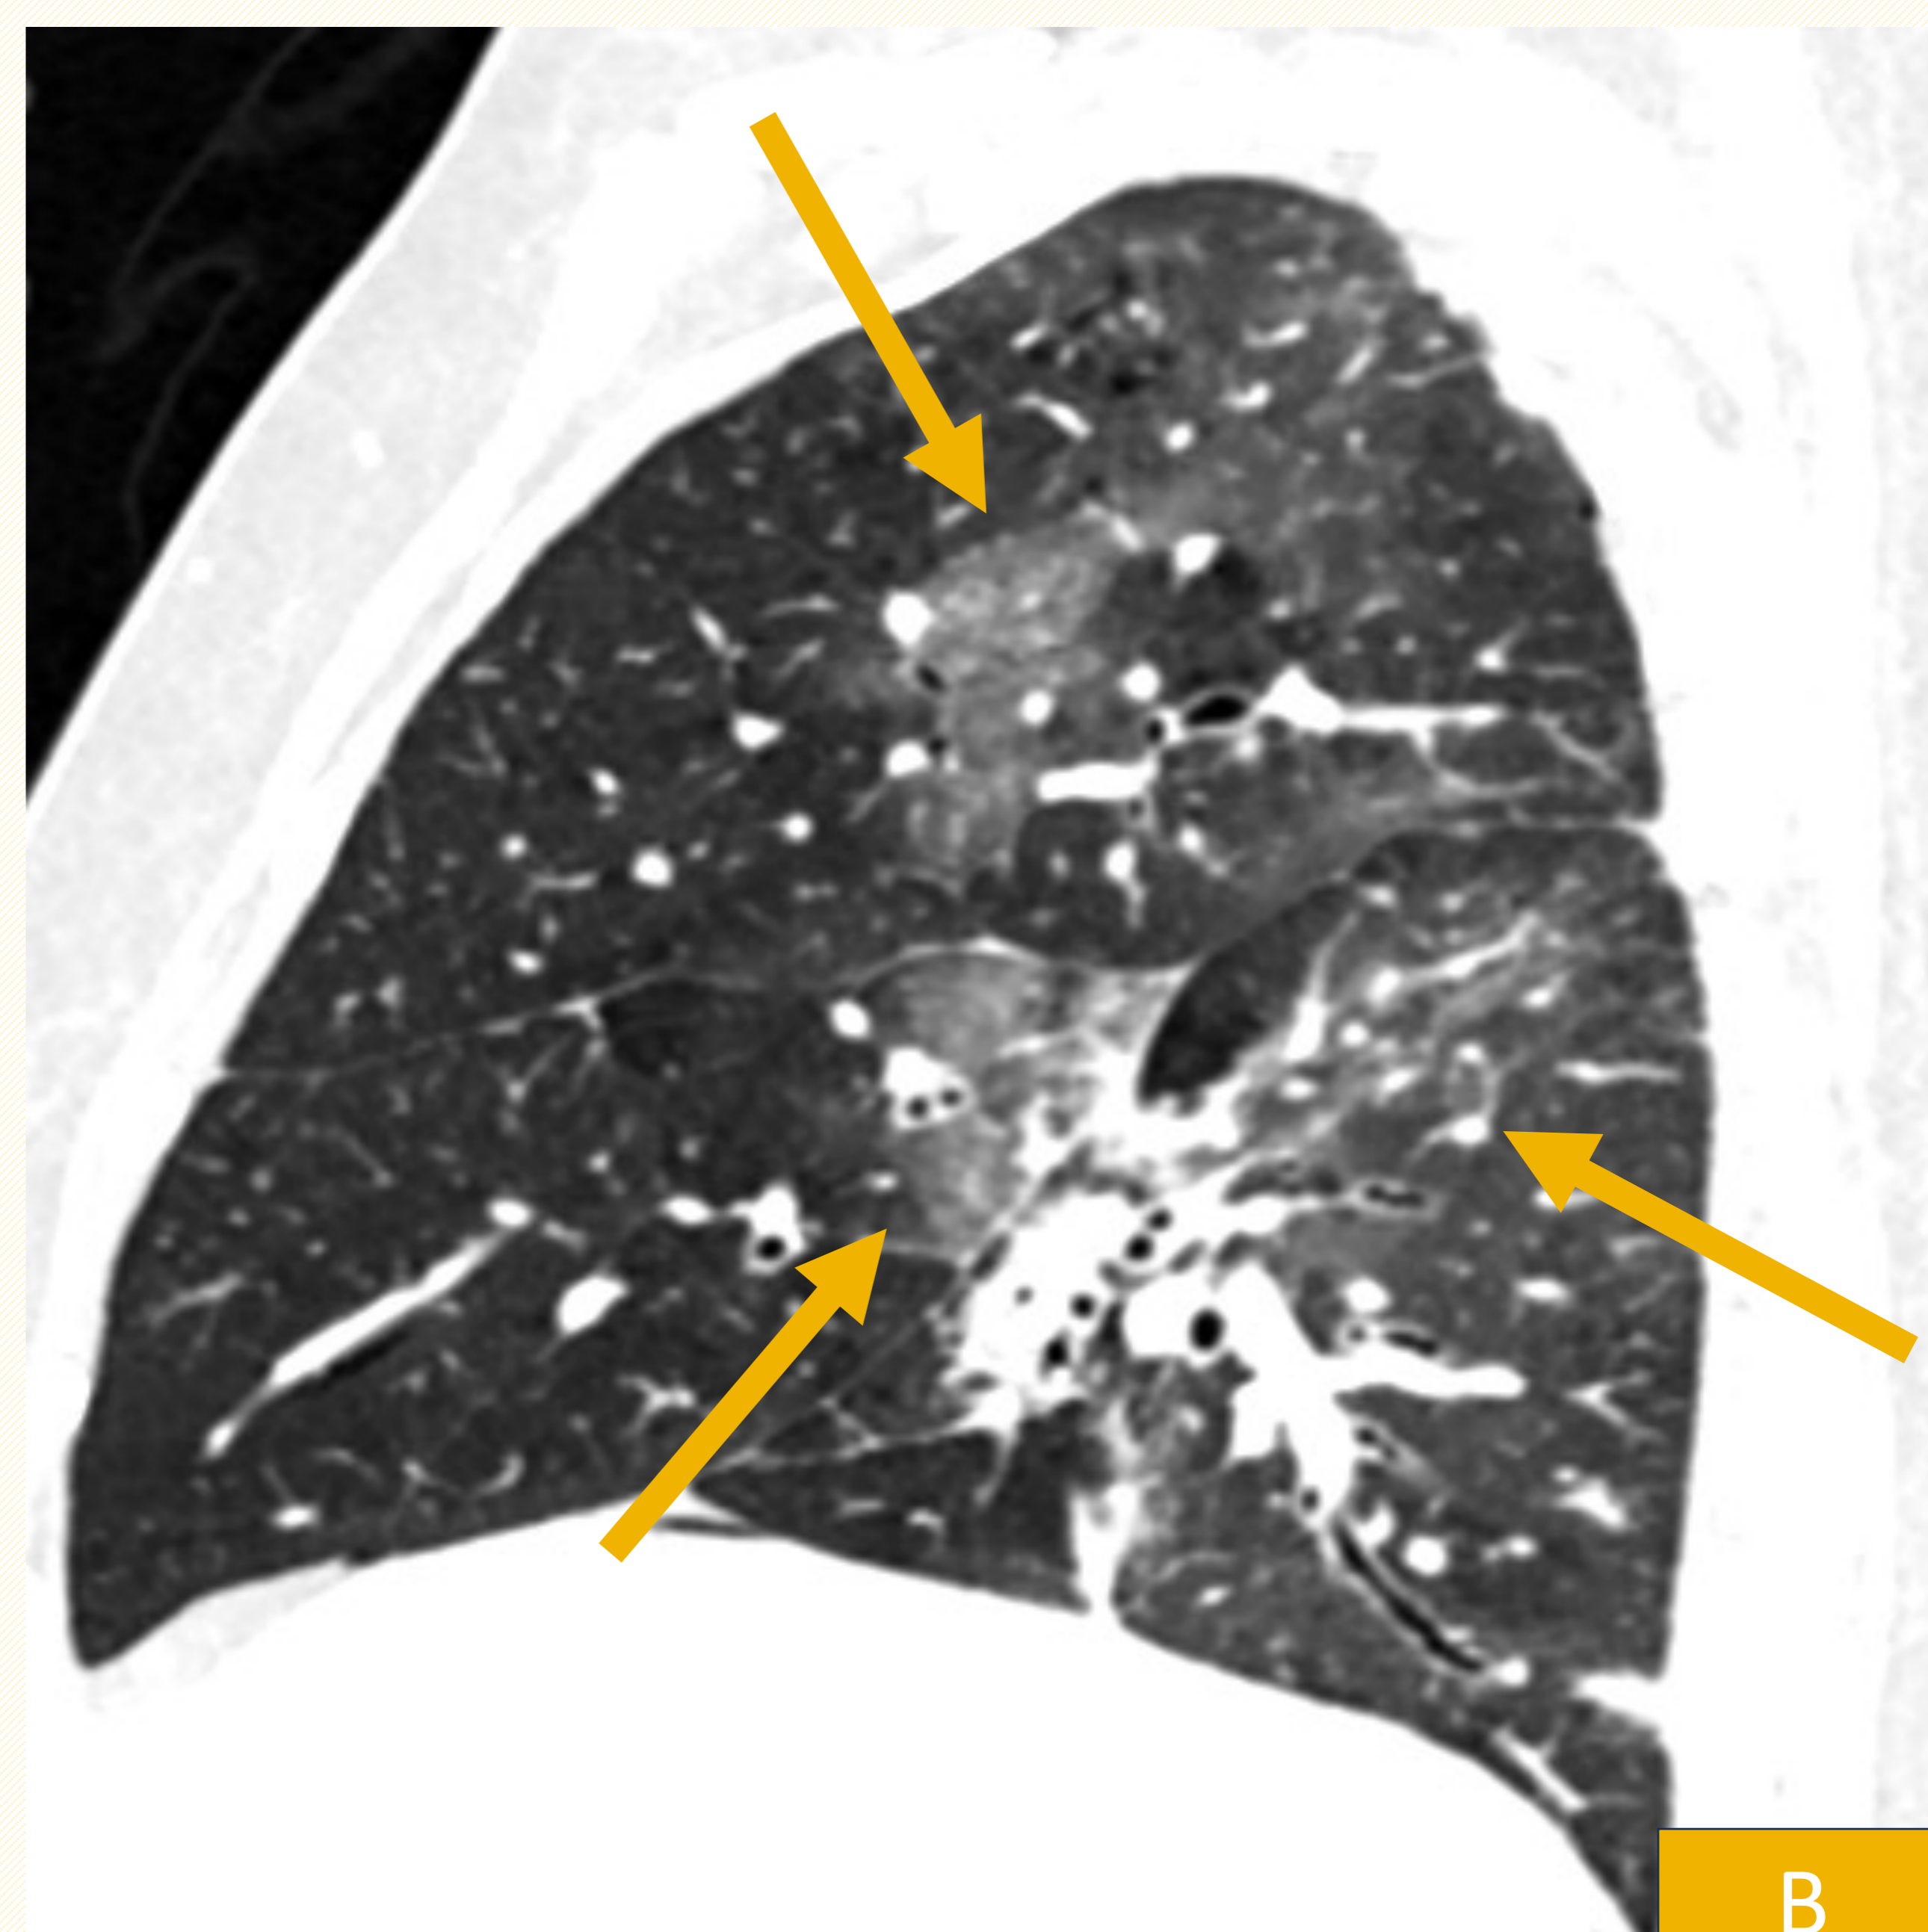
Imagen representativa de los diferentes patrones de afectación con opacidades. High-resolution CT of the Lung. Weeb et al. 5a ed. Wolters Kluwer Heath, 2014.
